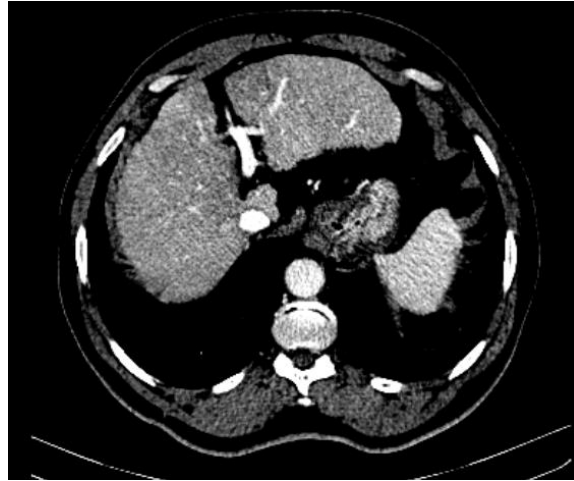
Image TDM de veine porte à division extra hépatique
